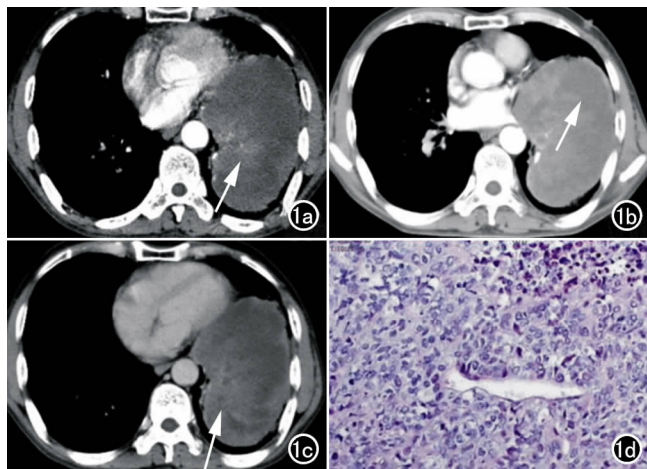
恶性血管外皮细胞瘤患者。a) CT增强扫描动脉期示肿物不均匀轻度强化(箭),CT值约54HU; b) 静脉期强化更为明显,CT值约87HU,内见囊性强化程度减低区域(箭); c) 延迟期病灶实性部分强化程度明显下降(箭),CT值约44HU; d) 镜下示弥漫分布的异型性细胞,核大、深染、排列不规则。
